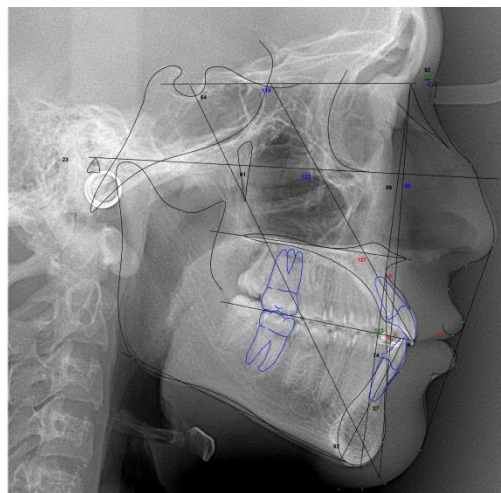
Radiografía cefalométrica con trazado (imagen propia)
